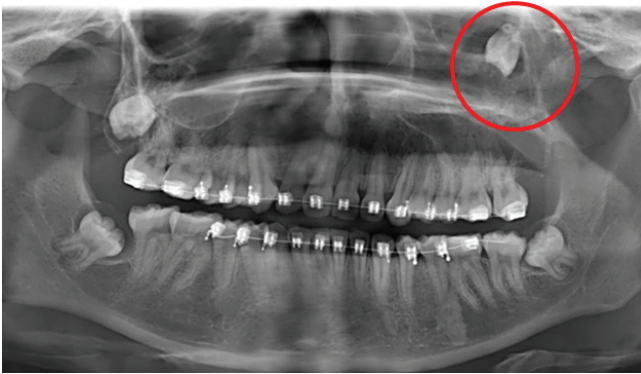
radiografía panorámica inicial donde se destaca en el círculo rojo el desplazamiento de pieza 2.8 al interior del seno maxilar del lado izquierdo.
